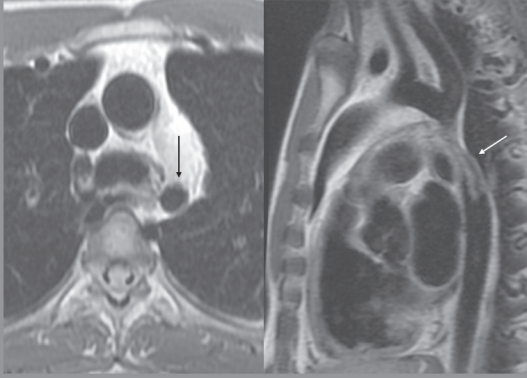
RM que muestra la circulación colateral a partir de las arterias intercostales y las arterias mamarias internas.
